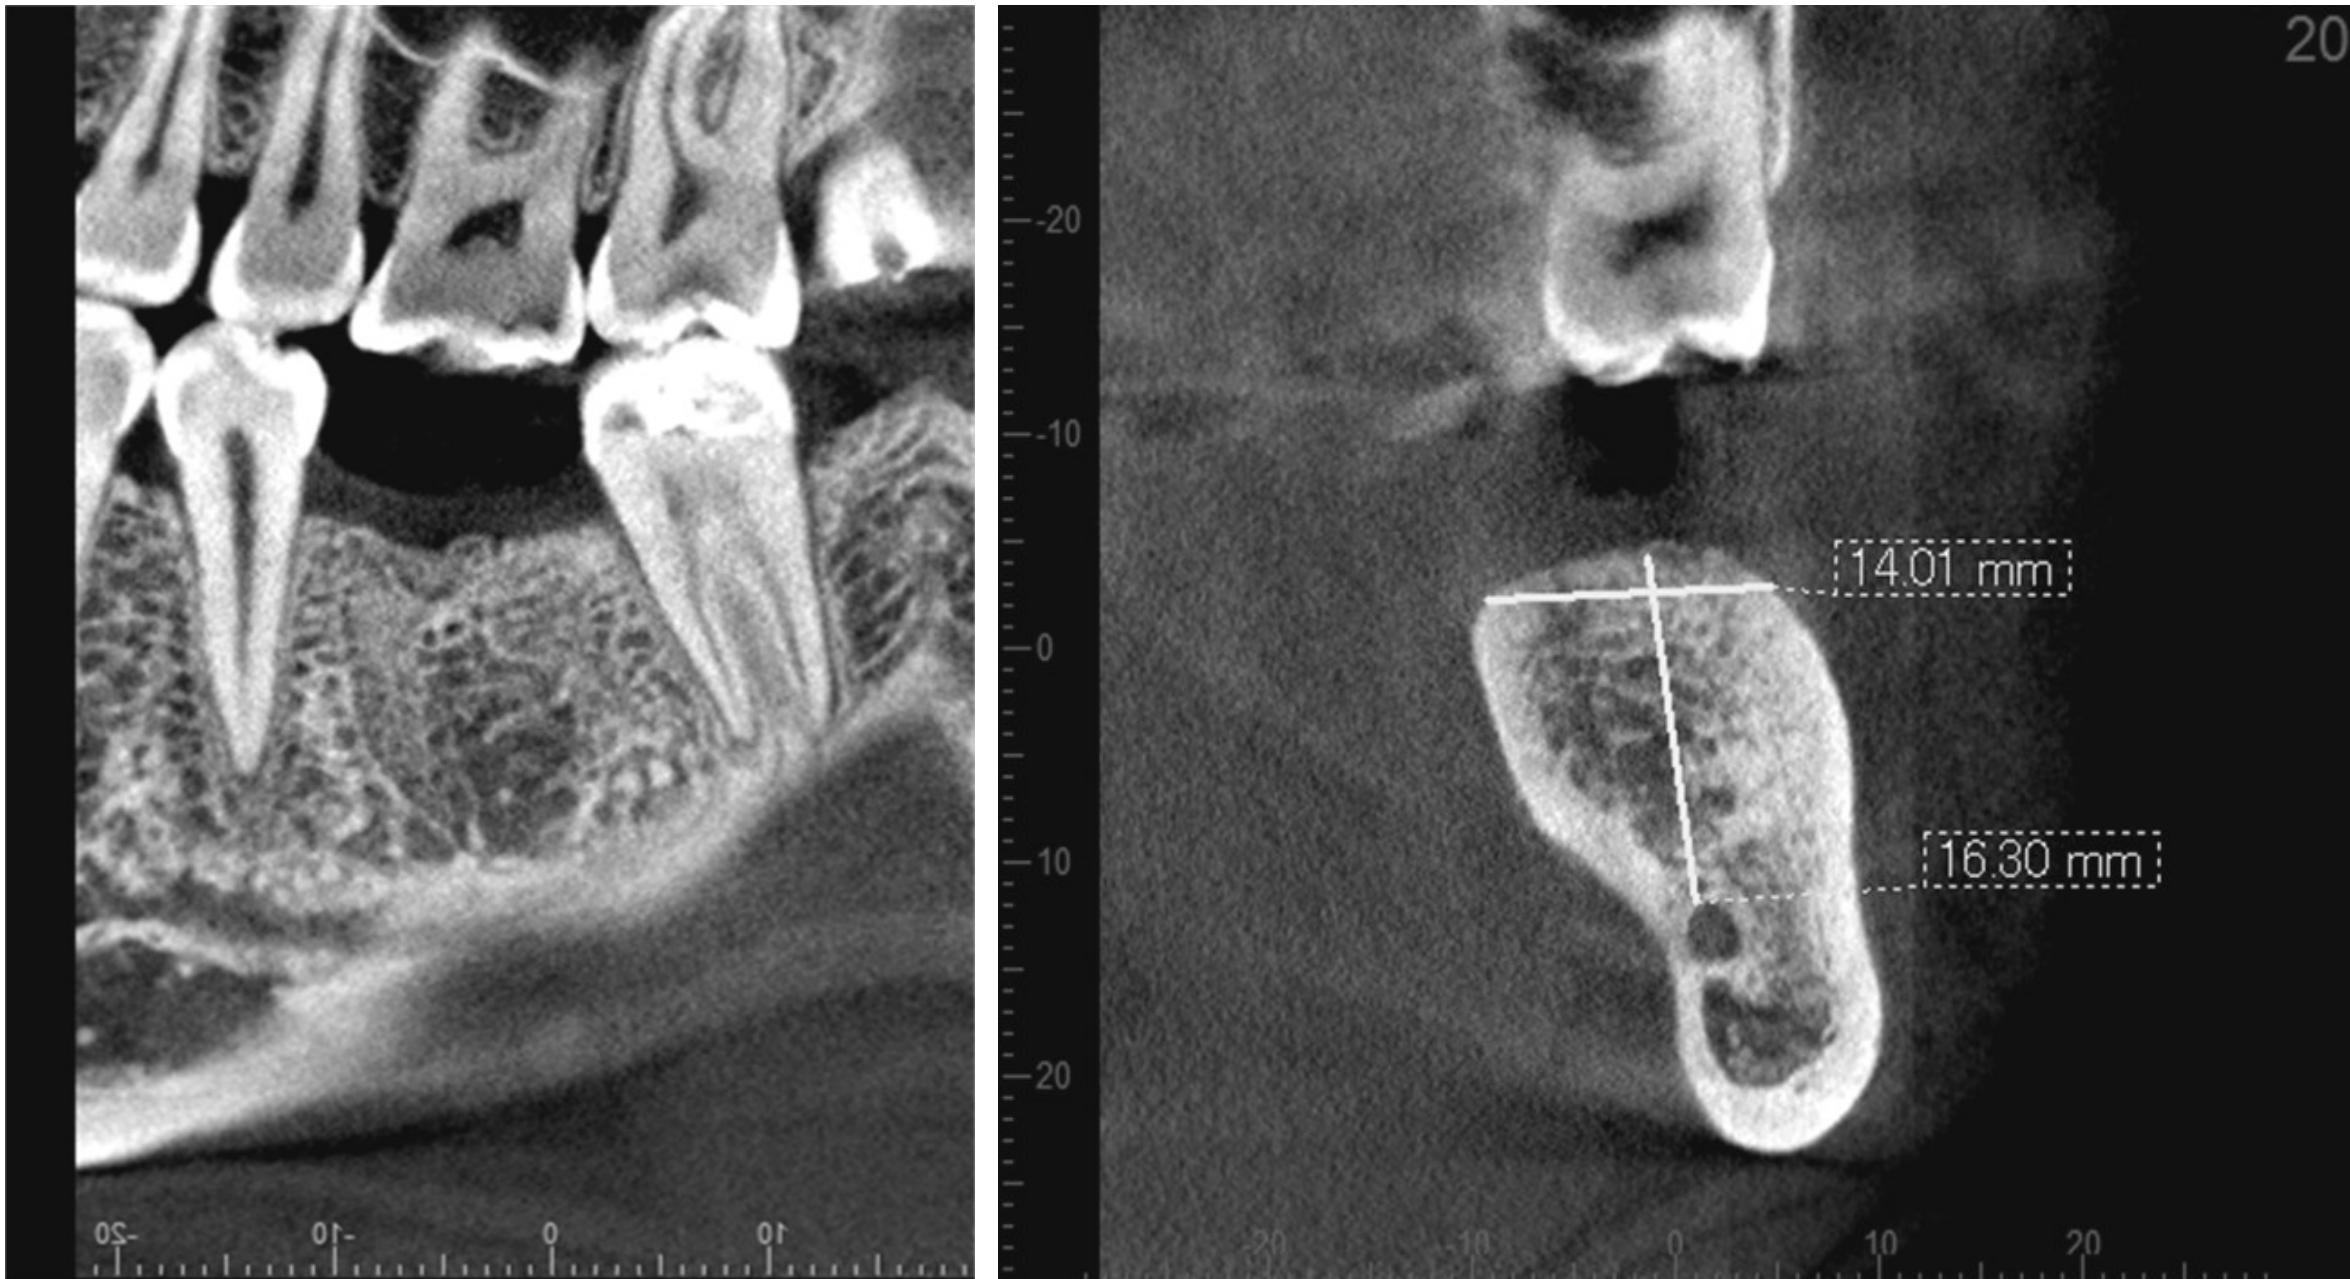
術前CTエックス線写真（2011年5月撮影）
